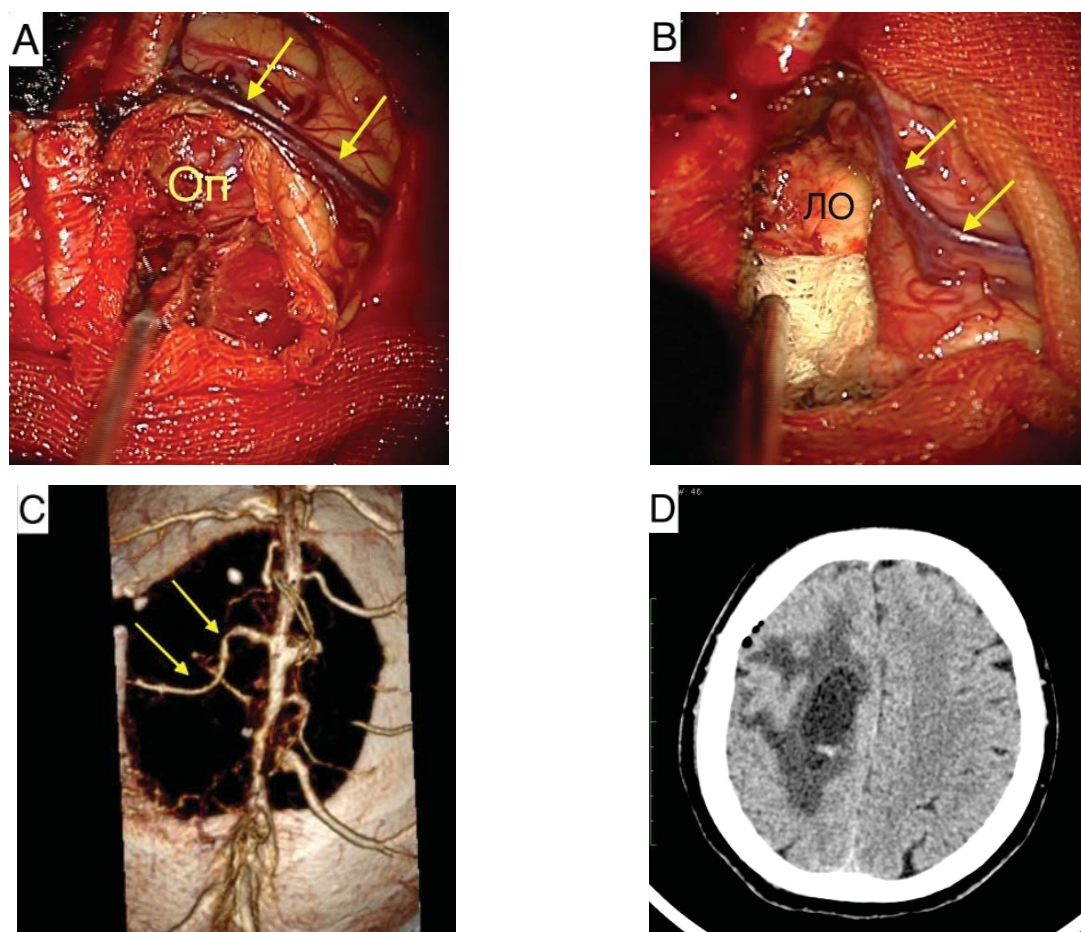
А — интраоперационное фото в момент удаления опухоли, стрелками обозначена центральная (роландова) вена, проходящая в переднем контуре менингиомы (Оп); В — фото после удаления опухоли, центральная вена справа интактна (обозначена стрелками), визуализировано ложе удаленной опухоли (ЛО); С — послеоперационная СКТ-АГ, вена полностью контрастируется (указана стрелками);
